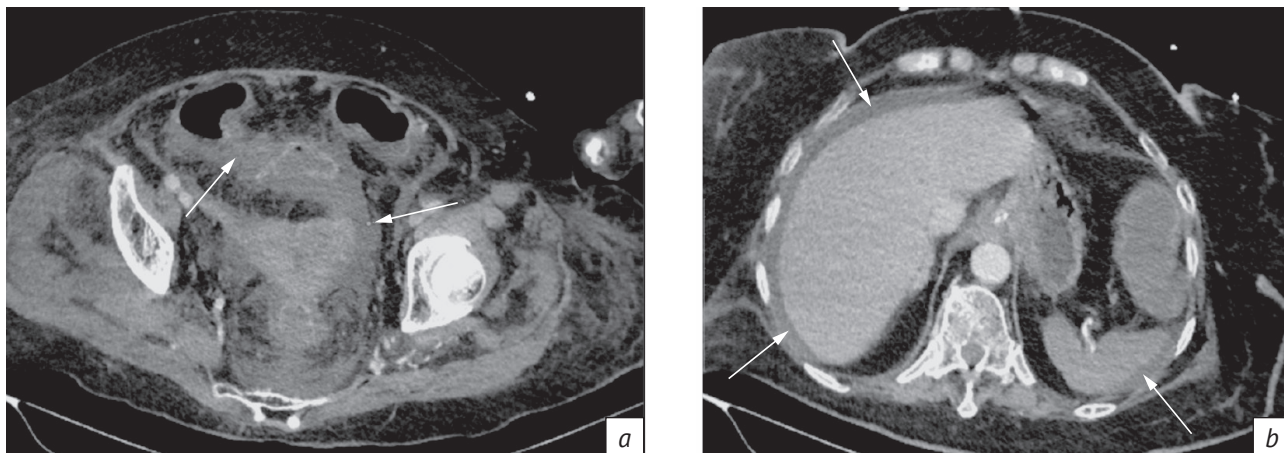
КТ органов брюшной полости, венозная фаза сканирования. Жидкость между петлями кишечника, в малом тазу, по заднему контуру печени и селезенки (a, b)
